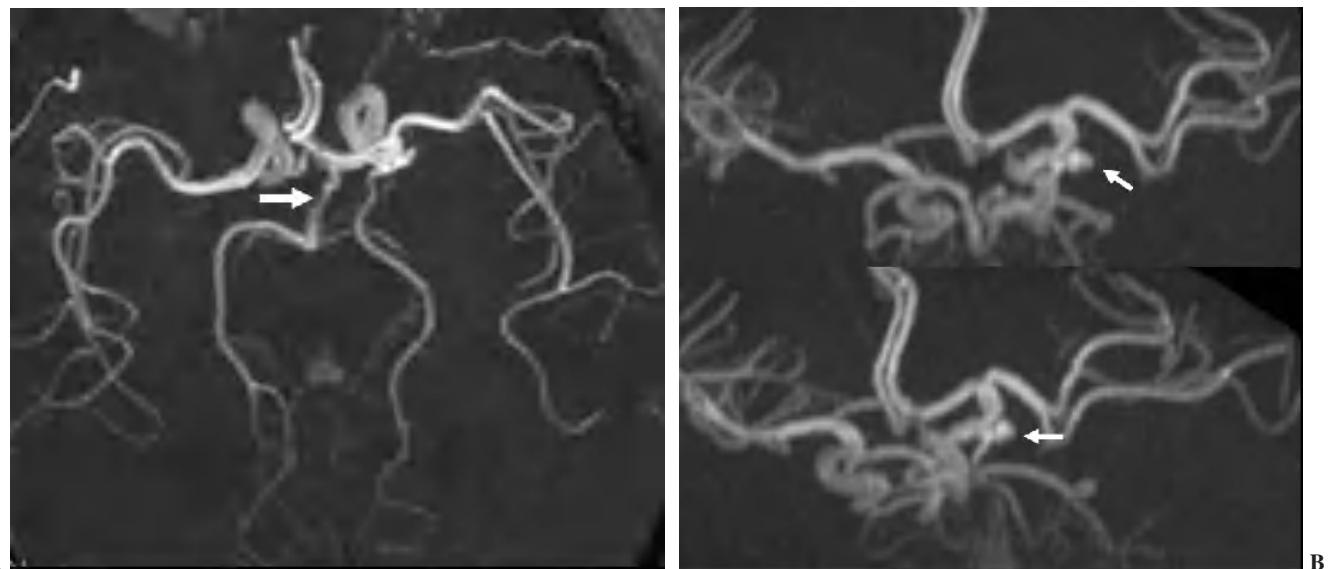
Angiorresonancia 3D TOF. (A) Se aprecia la existencia de una arteria trigeminal primitiva persistente que comunica la arteria carótida izquierda con el tronco de la arteria basilar. (B) Aneurisma sacular de la arteria comunicante posterior izquierda.
